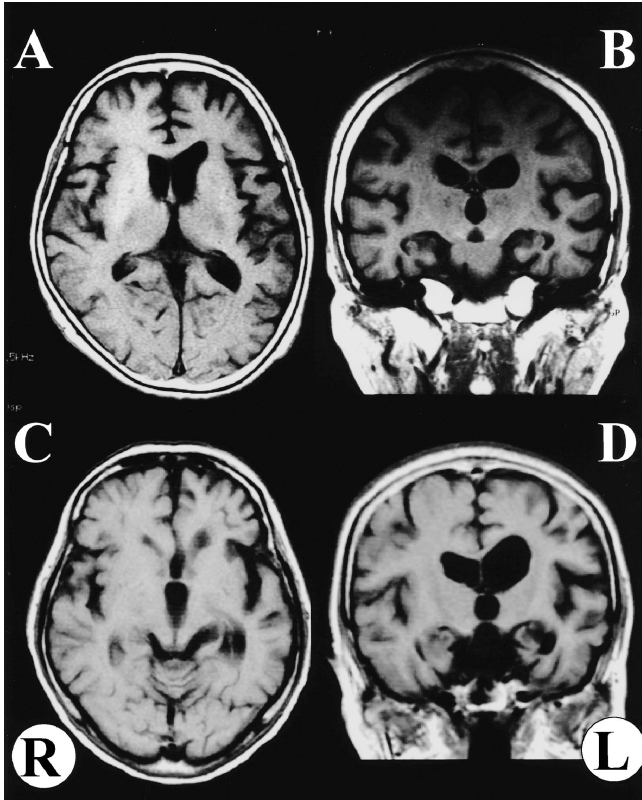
T1-weighted images using GE Signa Highspeed LX 1.5T in two patients with PPA (TR/TE=500/10 ms, slice thickness 8 mm, gap 2 mm, FOV 25×25 cm, matrix 512×224). A, B: a patient with fluent aphasia. C, D: another patient with non-fluent aphasia. These show cortical atrophy at left front-temporal lobes and hippocampus in both cases.
